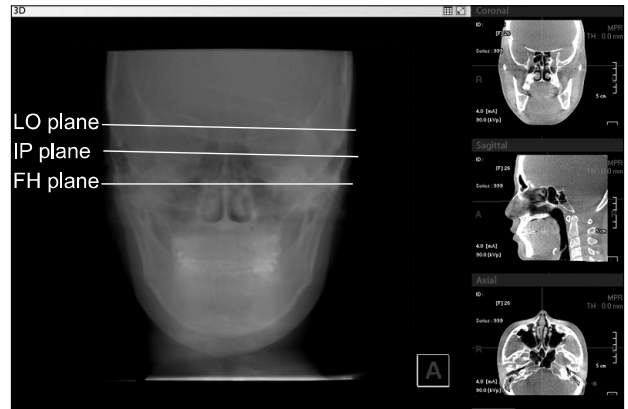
Lo (Lateralorbitale) plane, IP plane and FH plane on the CBCT generated Posteroanterior (PA) cephalogram. PA cephalogram was generated from the virtual x-ray beam which ran parallel to FH plane and MSR plane. Three angles ( $\angle$ FH-IP line,  $\angle$ FH-Lo,  $\angle$ Lo-IP) were measured.
